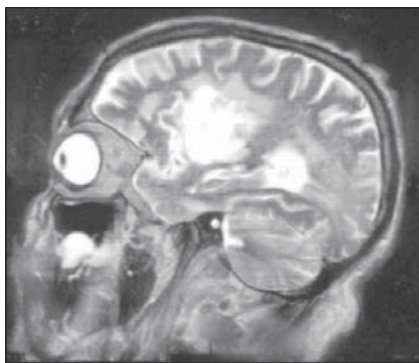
Хвора Ш., 65 років. Ішемічний інсульт. МРТ — сагітальна площина, Т-2 зображення
